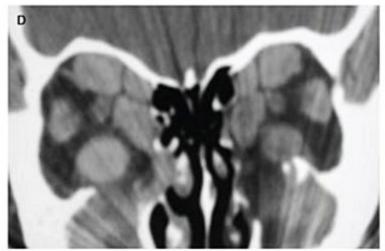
Tomografia computadorizada de órbitas (doença de Graves). Observar o espessamento fusiforme dos músculos.
